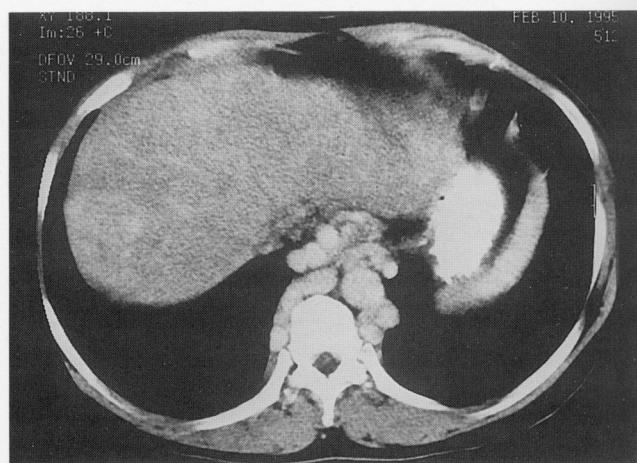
Venous phase of abdominal CT reveals engorged azygos, hemiazygos and esophageal veins near aorta. Hepatic IVC is obliterated. Hepatic veins are not demonstrated.
